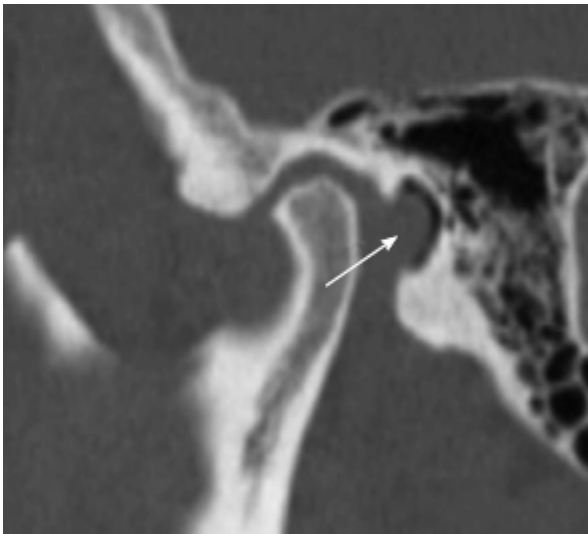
Отвір Гушка. Сагітальне реконструйоване зображення комп'ютерної томографії через скронево-нижньощелепний суглоб демонструє локальний дефект (стрілка) у барабанній пластинці.
